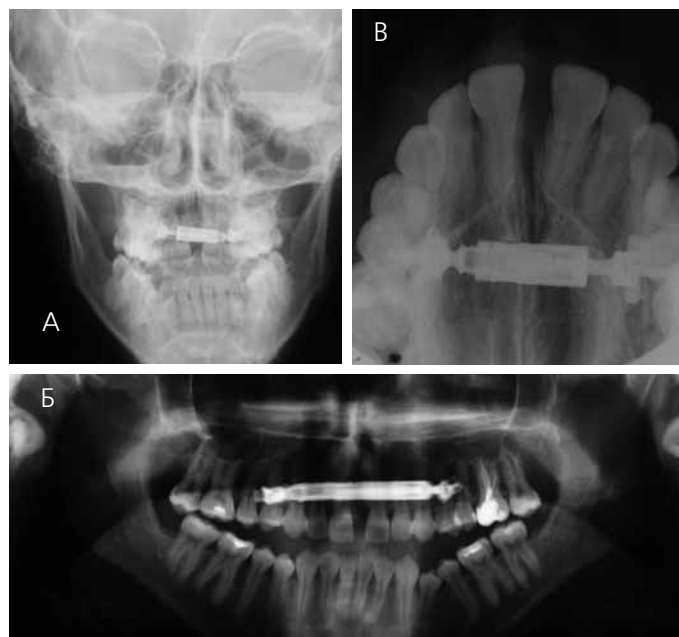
Лучевые методы диагностики после завершения дистракции: А — телерентгенограмма в прямой проекции; Б — ортопантомограмма, В — рентгенограмма твердого неба
